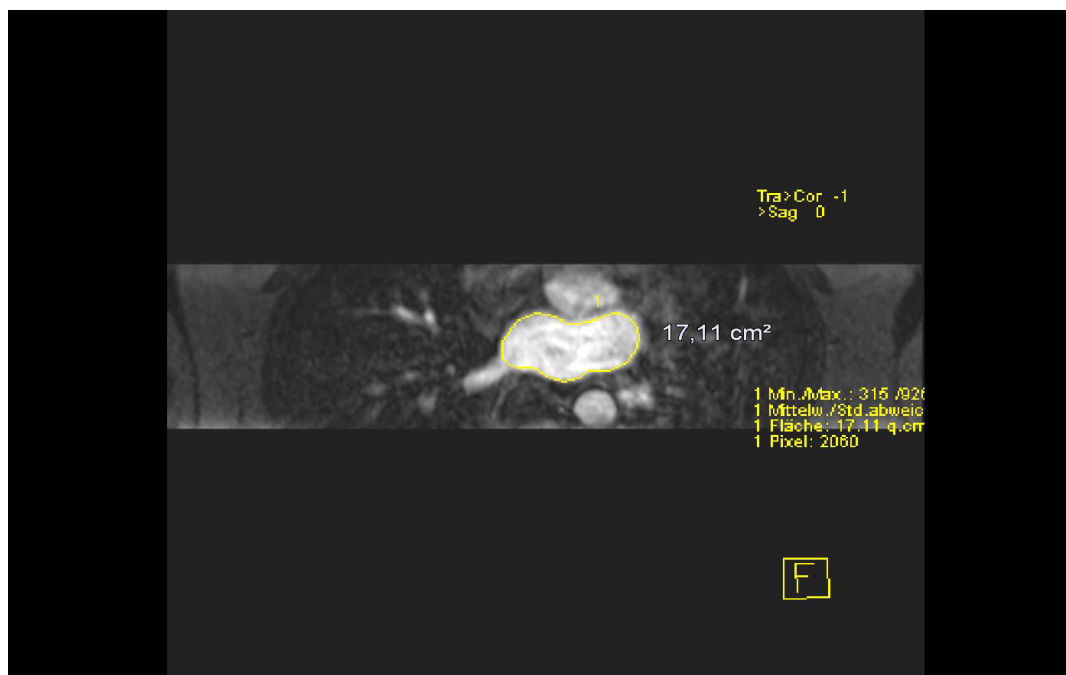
Beispiel für LAV-Messung: MRT-Bild von Patient Y post Ablation: 17,11 cm²
